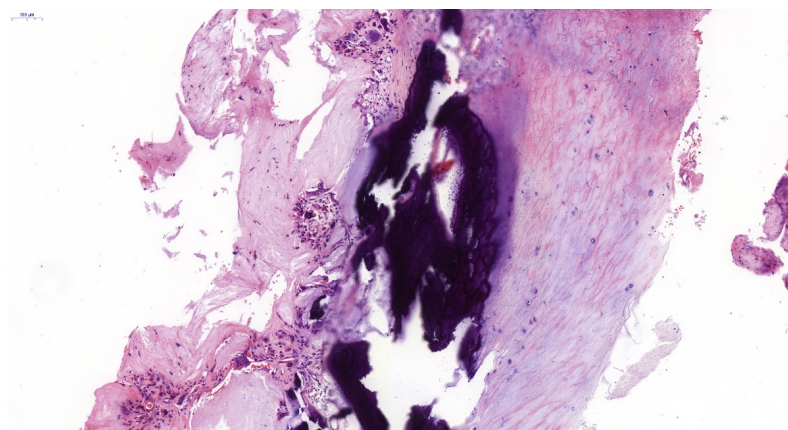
(a) DR lateral view of the thoracic spine; (b) DR anteroposterior view of the thoracic spine; (c) T1-weighted image; (d) T2-weighted image; (e) Dual-energy CT imaging; (f) CT bone window sagittal imaging; (g) CT soft tissue window sagittal imaging; (h) The lesion at T4-T5 level; (i) The lesion at T9-T10 level; (j) The lesion at T11-T12 level. The red arrow indicates the location of the gout stone
